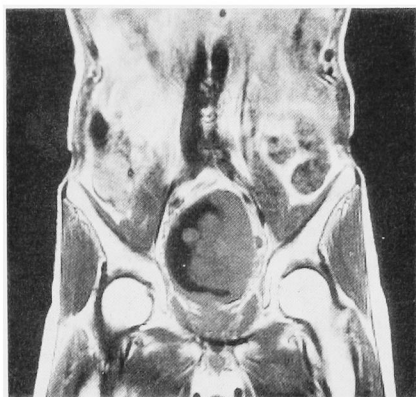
Magnetic resonance image shows a large polypoid tumor at the left wall of the urinary bladder.
